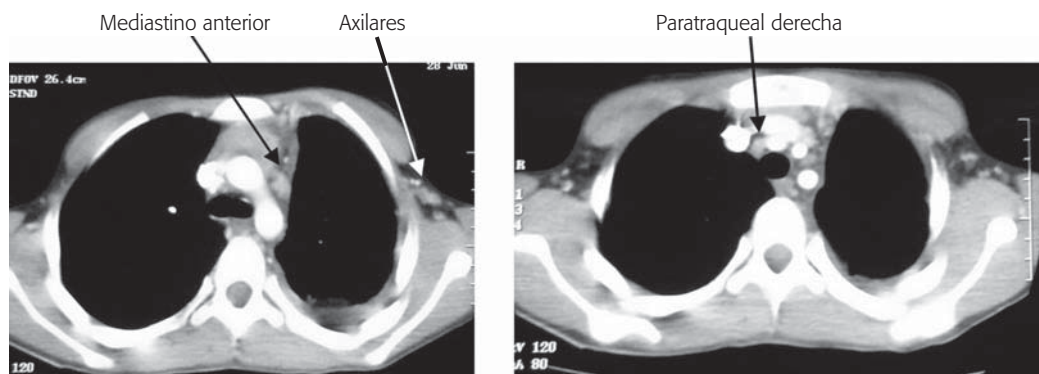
TC torácica que muestra derrame pleural posteroinferior izquierdo con adenopatías mediastínicas y axilares (flechas).
